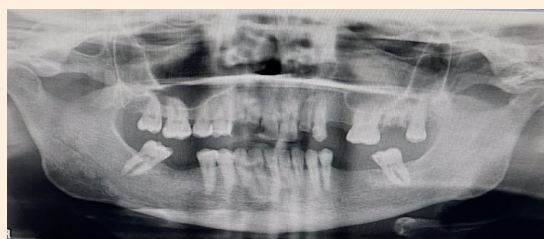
Ortodontomografia inicial.
